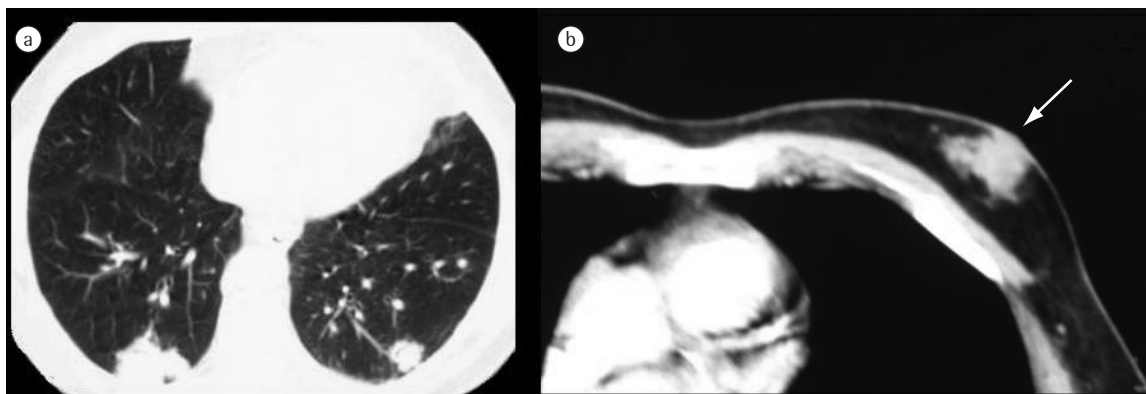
a) Tomografia computadorizada de tórax mostra a presença de múltiplos nódulos irregulares (setas), heterogêneos após infusão de contraste endovenoso (compatíveis com metástases), em ambos os parênquimas pulmonares. b) Observa-se imagem com coeficiente de atenuação de partes moles de aspecto nodular e irregular de permeio com tecido fibroglandular na mama esquerda (seta).
